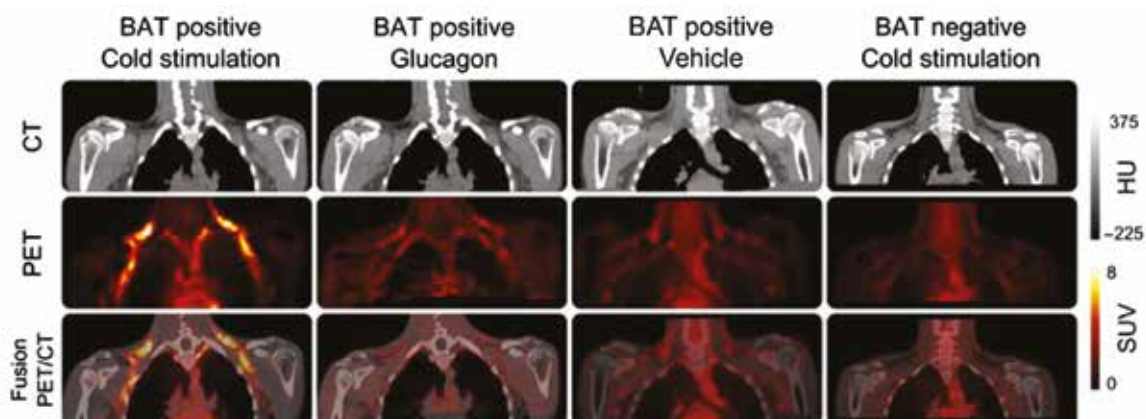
Example positron emission tomography (PET)/CT images. Example CT (top row), PET (middle row) and fusion PET/CT (bottom row) images. Column 1 is a subject who displays brown adipose tissue (BAT) activation during cold stimulation (one of the BAT positive cohort). Column 2 is of the same subject as Column 1, but when he received glucagon infusion on his second scan. Column 3 is a different subject who also displayed BAT activation on cold exposure, but showing his scan in response to vehicle in a warm room. Column 4 shows images from a volunteer who did not demonstrate BAT activation during cold stimulation (one of the BAT negative cohort). PET images are average activity between 30 and 60 min normalized to injected dose and body weight. HU, Hounsfield units; SUV, standardized uptake value
